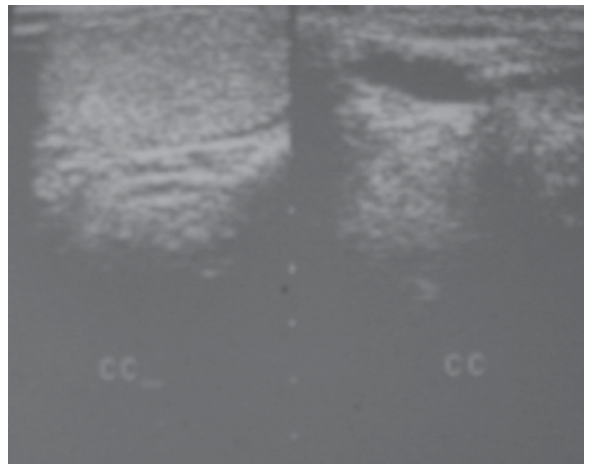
Ultrasonografía del testículo derecho normal.
